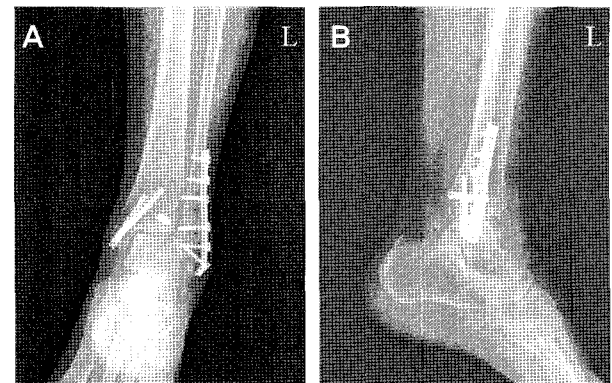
Radiographs of postoperative 2 months show 2 Acutrak screws with good congruity of joint.
